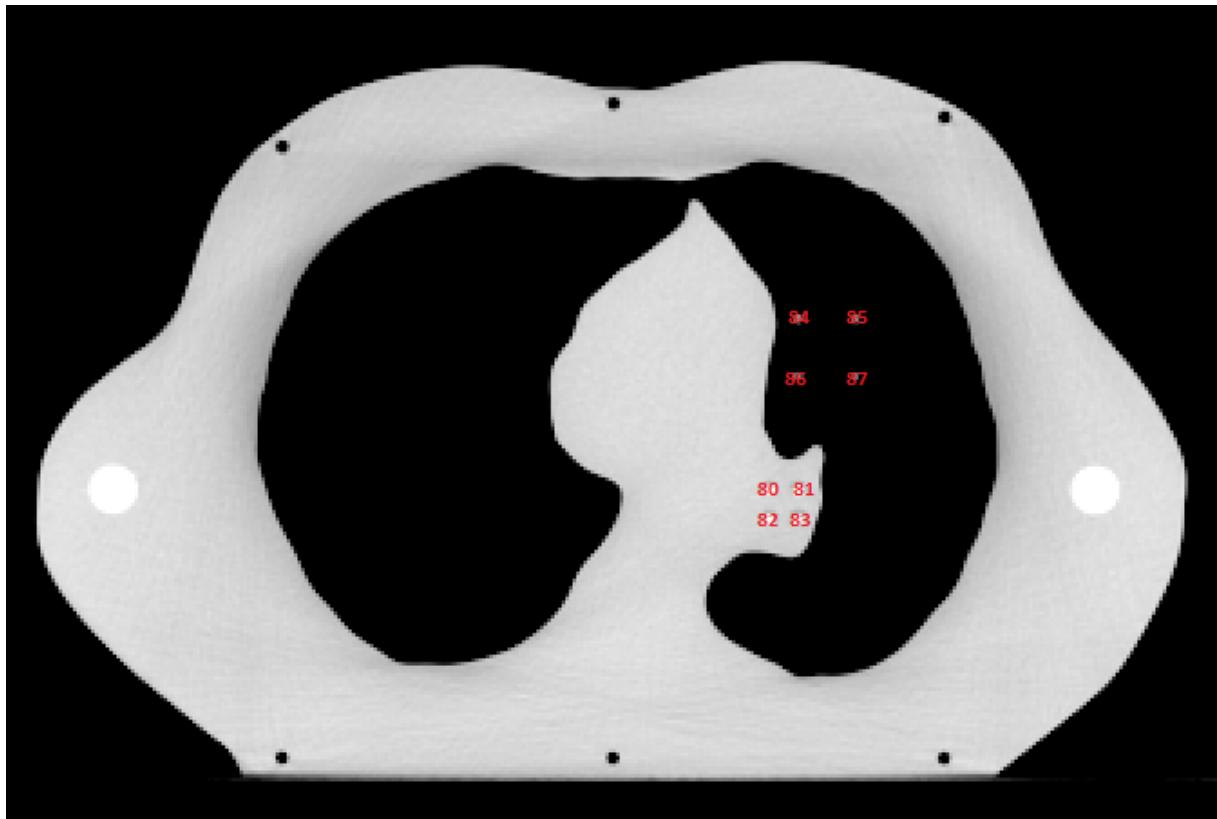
Dosimeterposisjoner CT-snitt 9 i lungefantomet.
